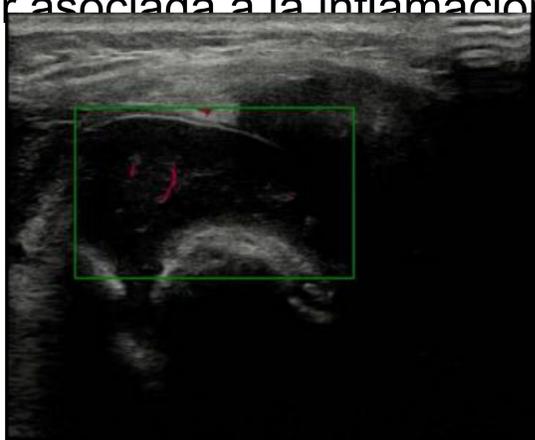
US Doppler. Epífisis femoral distal en niña de 2 años. Vasos epifisarios normales
